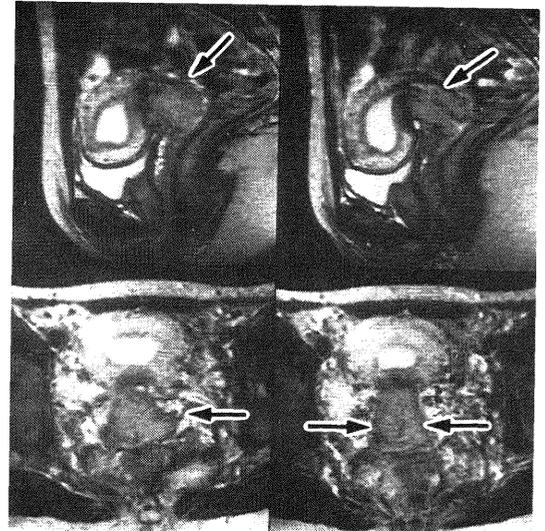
子宮頸癌，MRI T2 強調画像，矢印：頸癌
